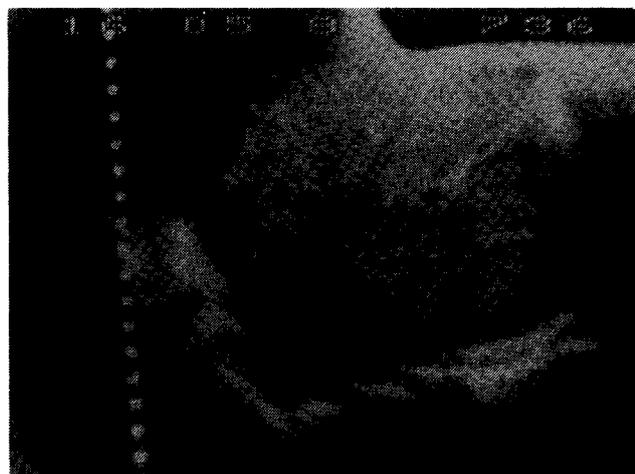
Ultrasonido hepático, mostrando imagen líquida de unos 16 cm de diámetro en $\frac{1}{3}$ posterior del lóbulo hepático derecho.
